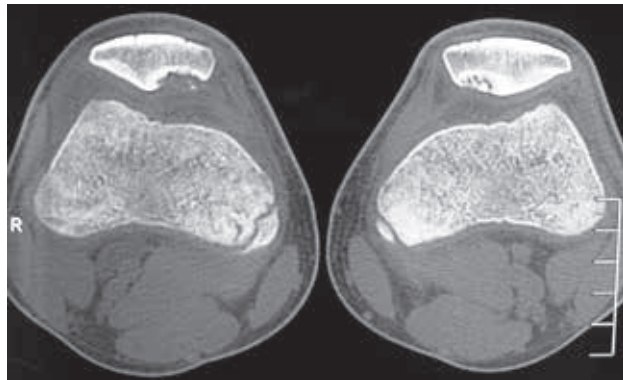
TAC. Corte axial ambas rótulas.
